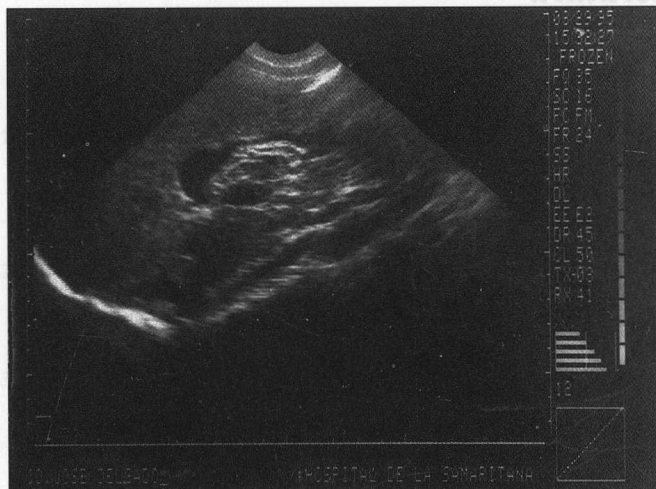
Ecografía donde se observa la "Imagen en espagueti" causada por un áscaris en la vía biliar.
